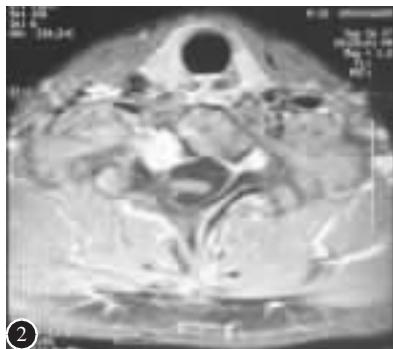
第二次术前颈部轴位 MRI 示 C7 椎体右侧隐窝占位
